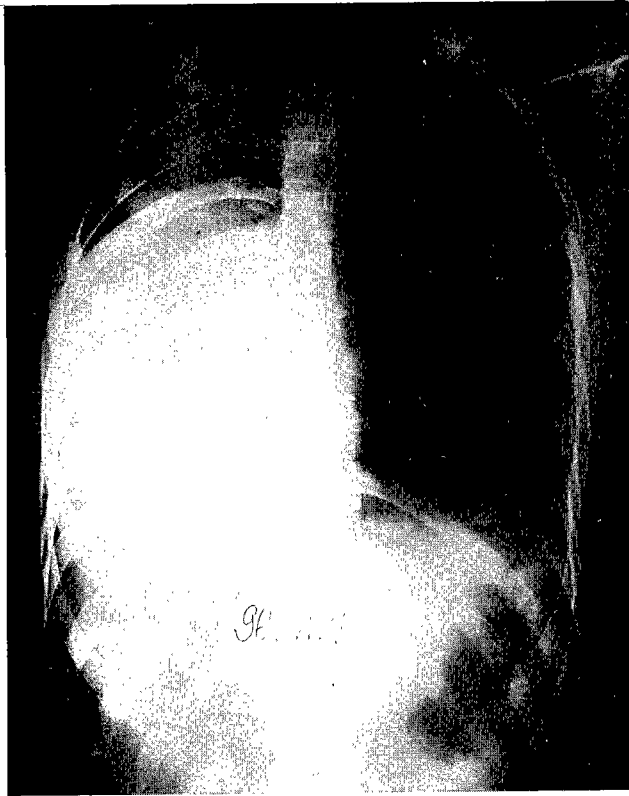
PA chest radiograph after massive hemoptysis three times, notes extensive consolidation and volume loss on the Rt. middle lung field.
